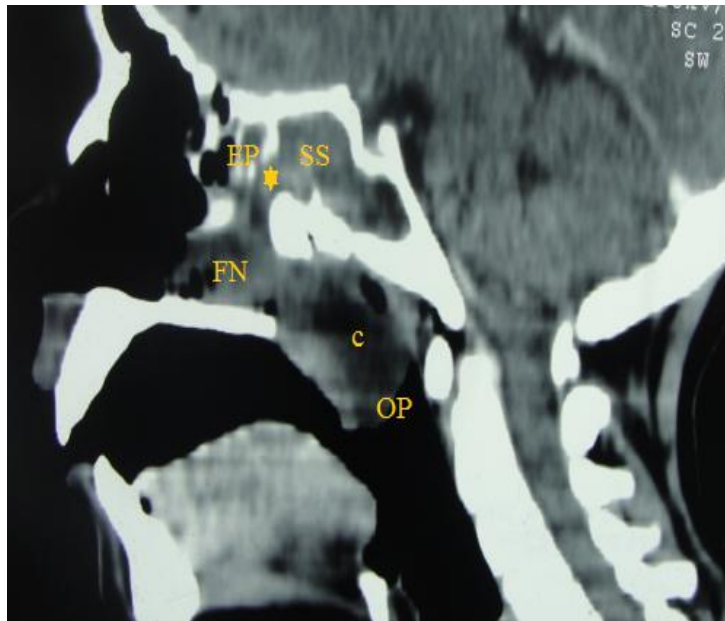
TDM massif facial en reconstruction sagittale qui objective un comblement du sinus sphénoïdal (SS), de l'ethmoïde postérieur (EP), de la partie postérieure des fosses nasales (FN), bombant dans le cavum (C) et se prolabant au niveau de l'oropharynx (OP) .On note également l'élargissement de l'ouverture du sinus sphénoïdal (étoile). [Imagerie du CHU HassanII].
